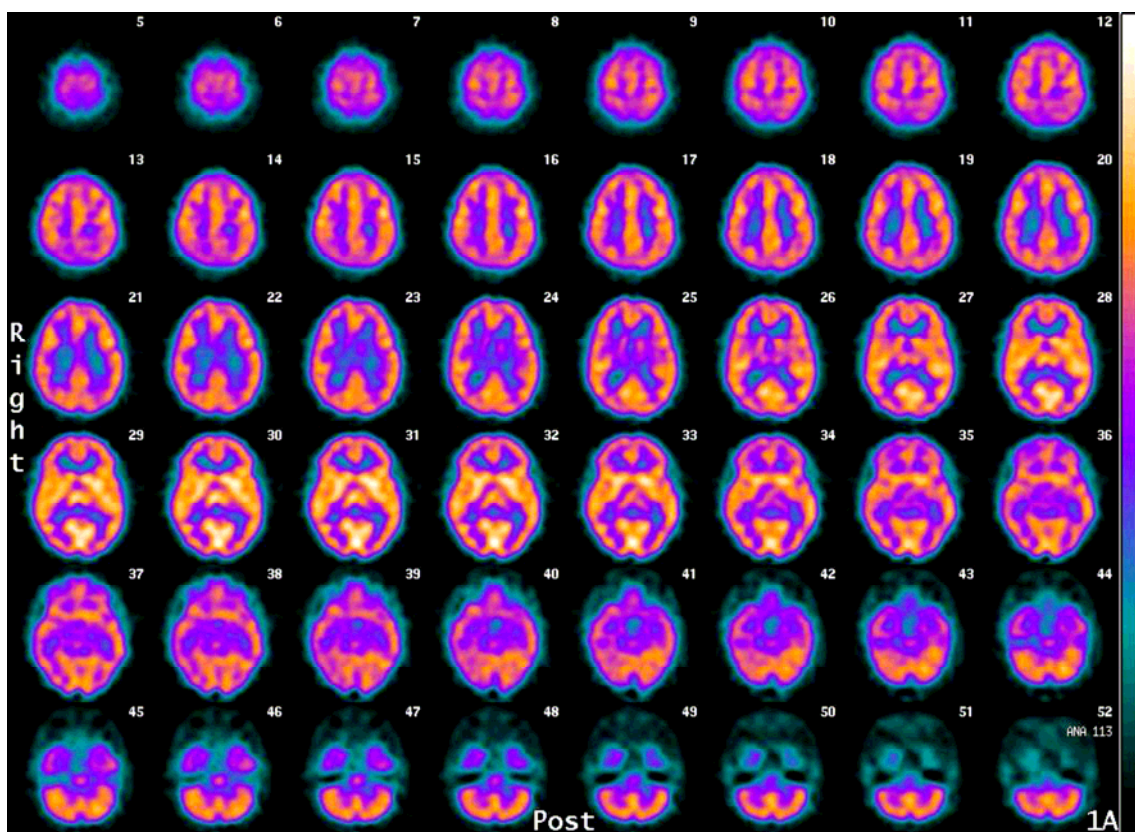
Ejemplo de una exploración tomográfica (SPECT) cerebral de perfusión regional de un análogo en la que no se aprecian hallazgos en la captación del trazador.
